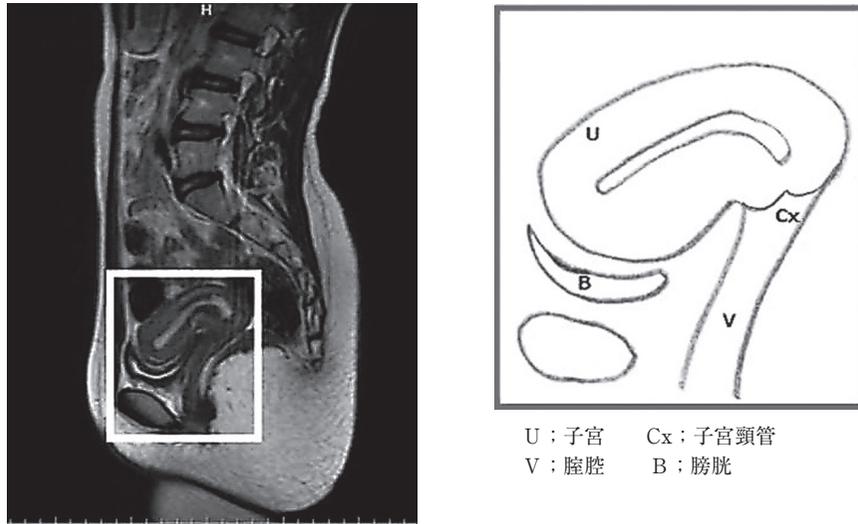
腹部MRI検査所見 (T2W1/矢状断).
